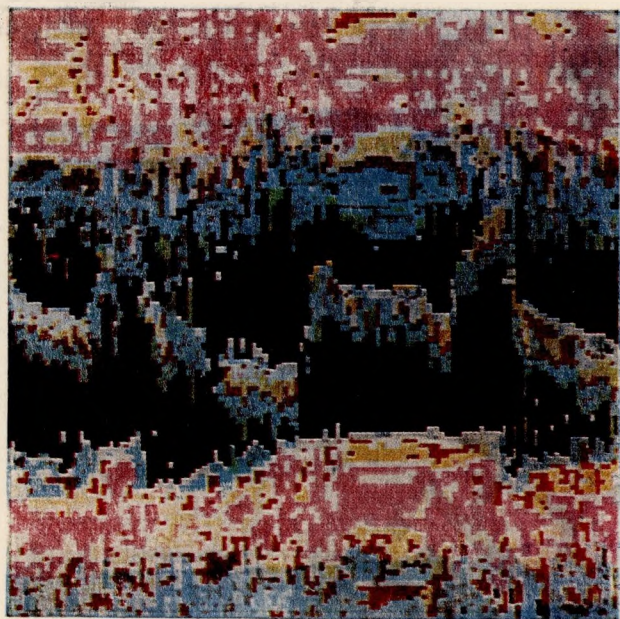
Цветные эхотомограммы, полученные на диагностическом приборе фирмы «Toshiba».
